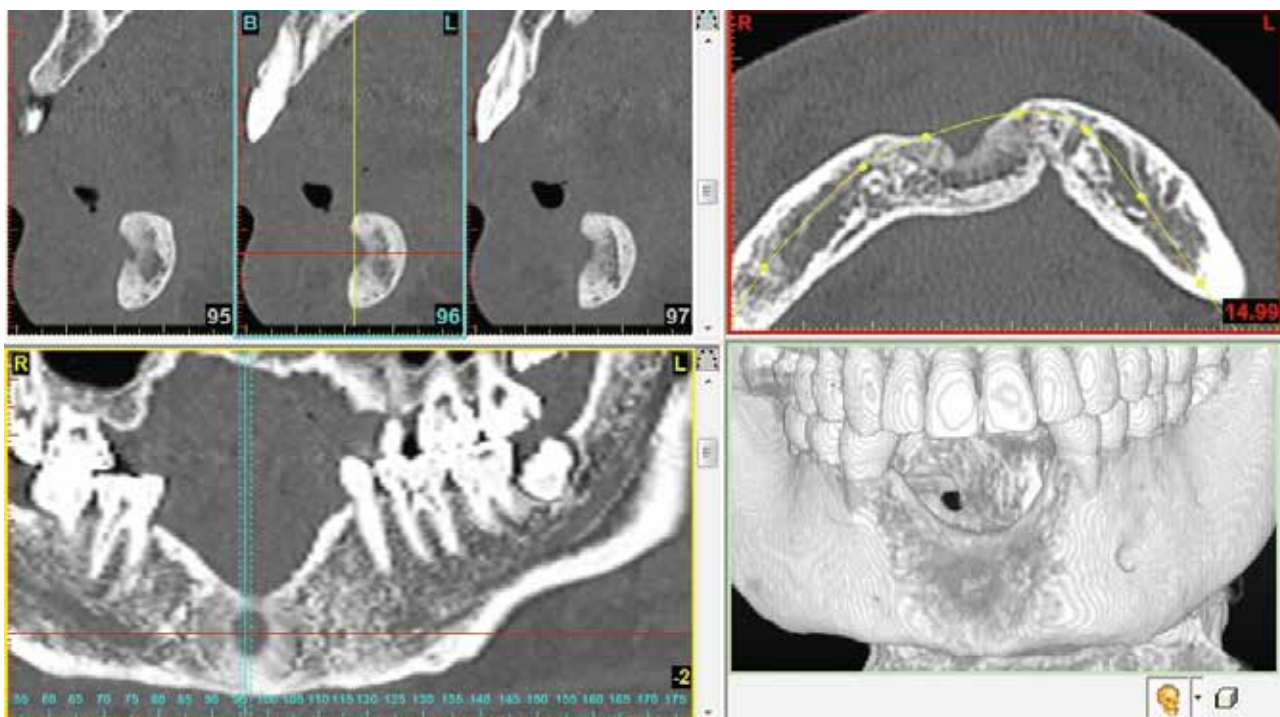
CBCT显示下颌前部骨缺损,垂直骨高度降低,下颌骨唇侧正中及正中联合旁舌侧均存在不规则凹陷性骨缺损
